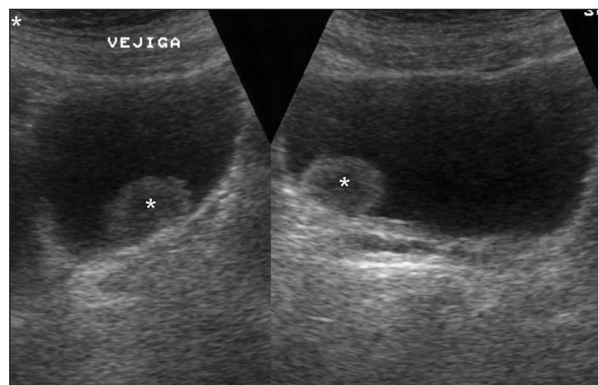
Ecografía vesical. Imagen axial y longitudinal. Tumor sólido papilar vesical (asterisco) con base de implantación en la pared vesical.
